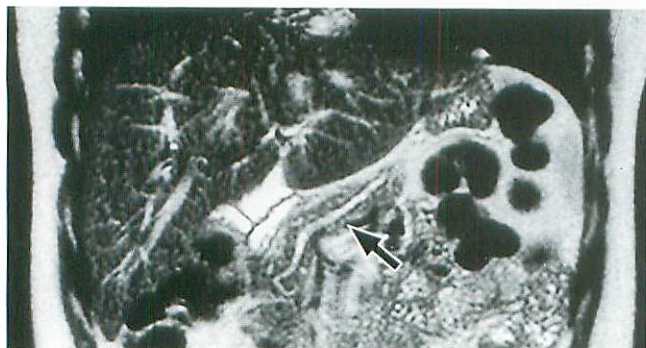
Post-operative MRI in a 20-year-old female.
